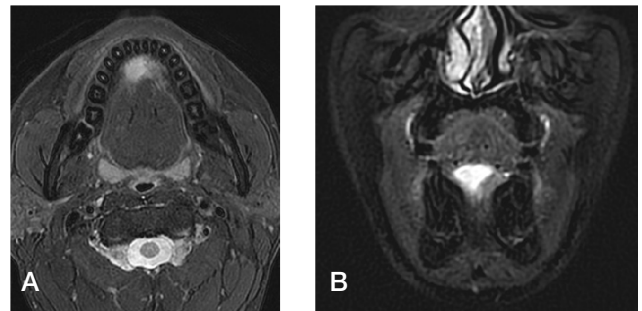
Magnetic resonance imaging(MRI) of the patient, In the anterior part of floor of mouth, axial view(A) and coronal view(B) show a suspicious finding of ruptured duct orifice of right submandibular gland.
